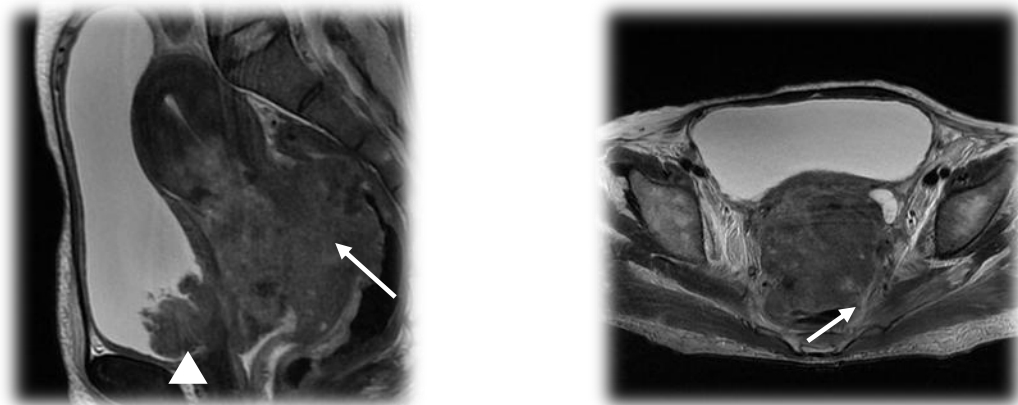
Extension rectale. IRM coupes sagittale et axiale en pondération. Patiente de 52ans, tumeur du col utérin de 115mm de grand axe, avec extension paramétriale distale bilatérale, vaginale, isthme et corps utérin associée à une extension à la paroi antérieure du rectum qui est épaissie et irrégulière (flèches) on note également une extension à la paroi postérieure et inférieure de la vessie avec volumineux bourgeons endo-luminaux (tête de flèche).
